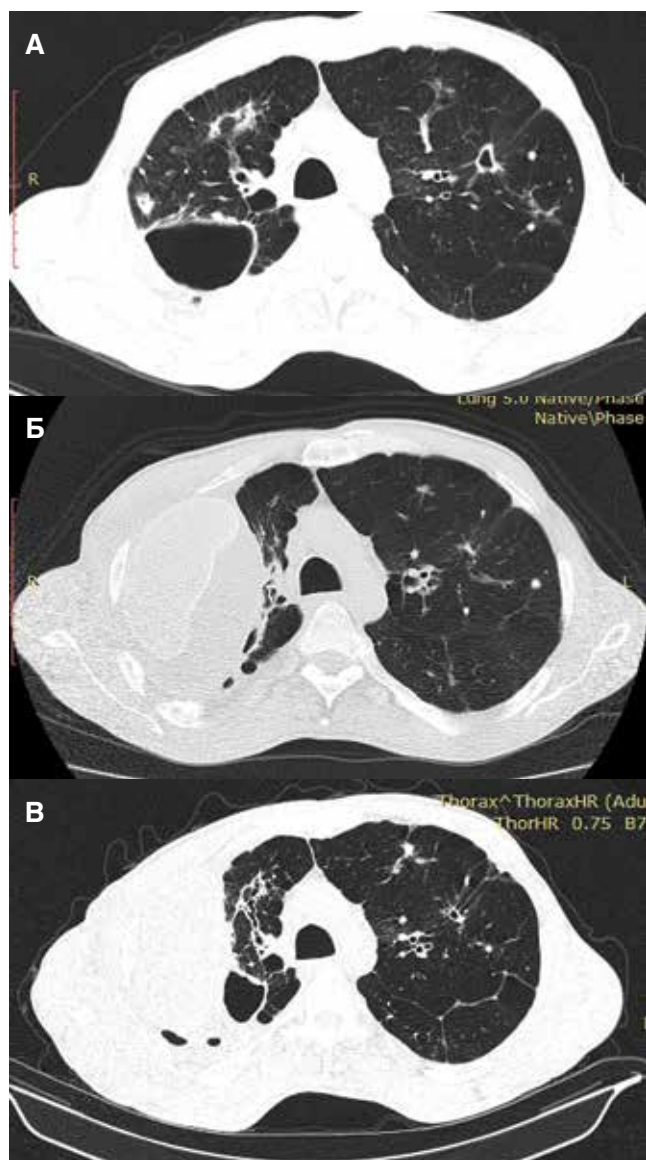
КТ пациента М, 46 лет. ФКТ, ШЛУ МБТ. Перед операцией ЭПСИ (А), через 20 дней после ЭПСИ (Б), через 8 мес. – осложнение (В)
